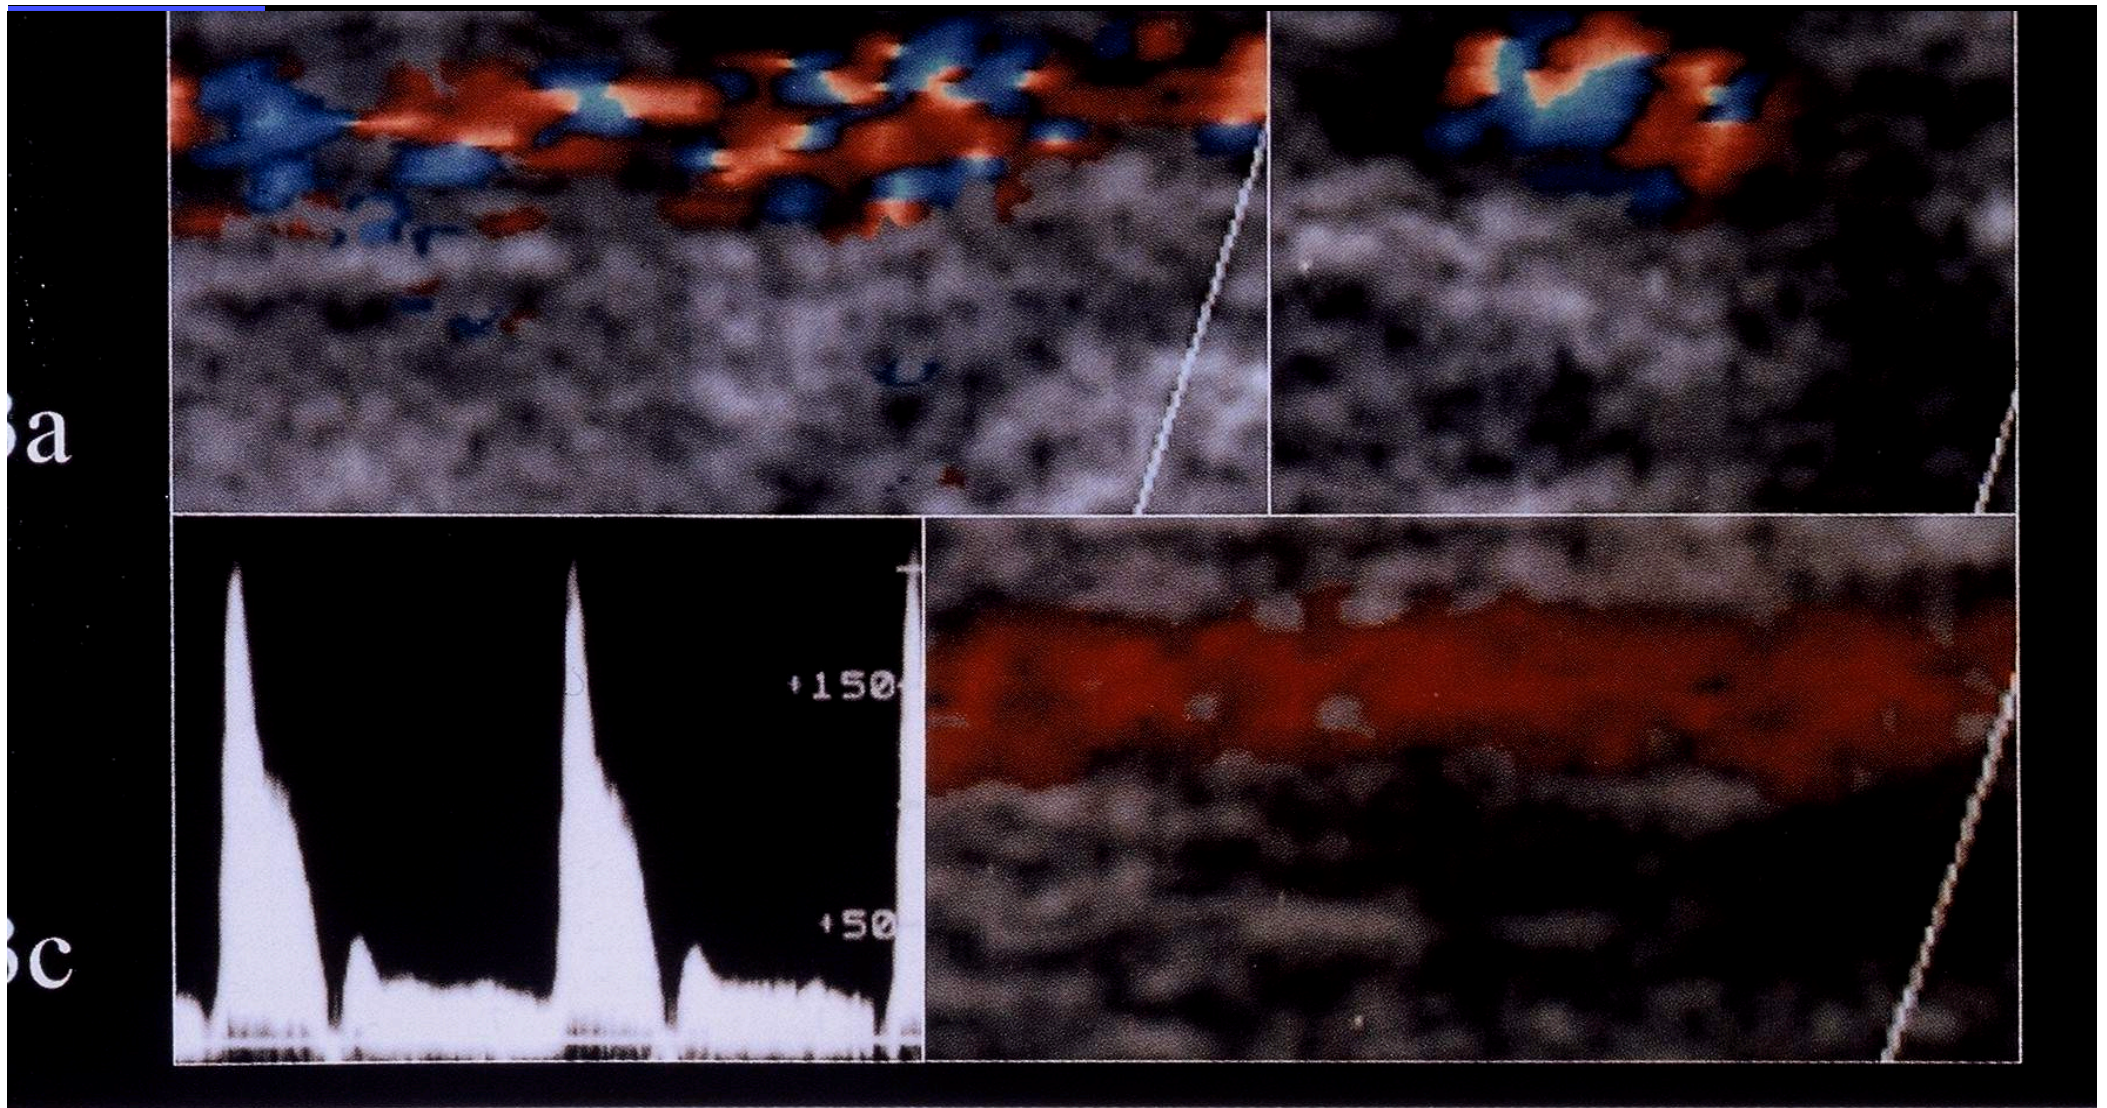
Color Doppler sonography image of the right radial artery in acute temporal arteritis in a longitudinal (a) and transverse plane (b). A dark hypoechoic area is found around the perfused lumen of the artery, and the non-homogenous pattern of colors suggests increased and turbulent flow (patient's spectral Doppler curves show an increased blood flow velocity of up to 210 cm/s). Twelve days later with corticosteroid treatment both the hypoechoic wall and the stenosis disappeared (longitudinal view: d).
